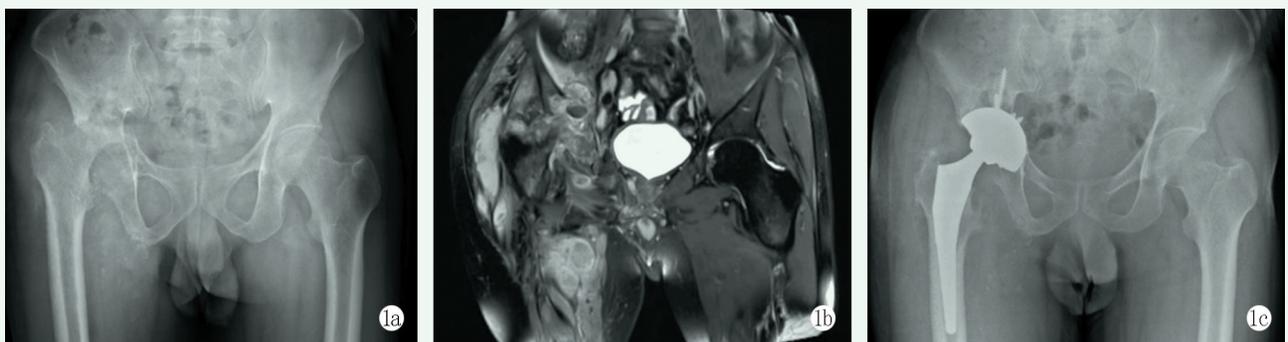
患者,男,65岁,右髌毁损期关节结核 1a: 骨盆正位 X 线片示髌臼、股骨头骨破坏,残留股骨头颈上移、髌关节半脱位,坐骨结节骨破坏、死骨,坐骨周围软组织内多发钙化影 1b: MRI 冠状位抑脂像示髌臼、股骨头广泛骨破坏,局部不规则高信号影,髌关节外侧及内下方脓肿形成 1c: 骨盆正位 X 线片示一期病灶清除、人工全髌关节置换术后
